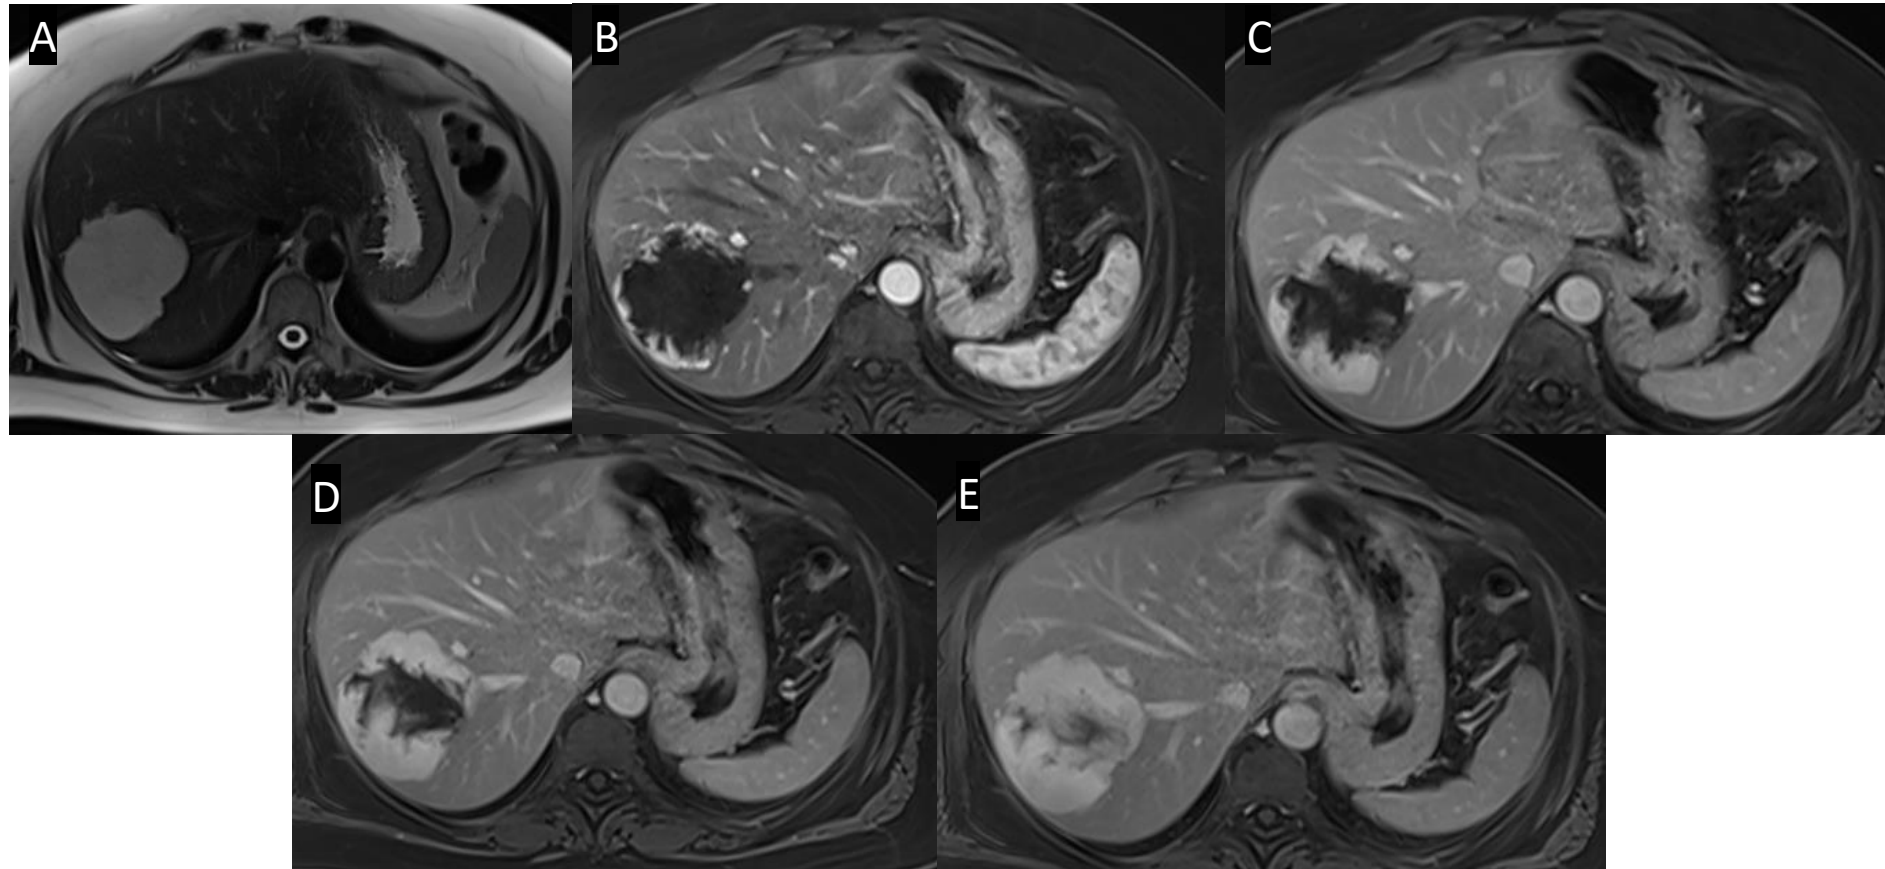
RM de hígado con contraste. A (T2): Lesión de 75 mm hiperintensa en segmentos VII-VIII. B, C, D y E (T1 arterial, portal, equilibrio y tardío): Realce periférico nodular discontinuo centrípeto progresivo en relación con hemangioma.
